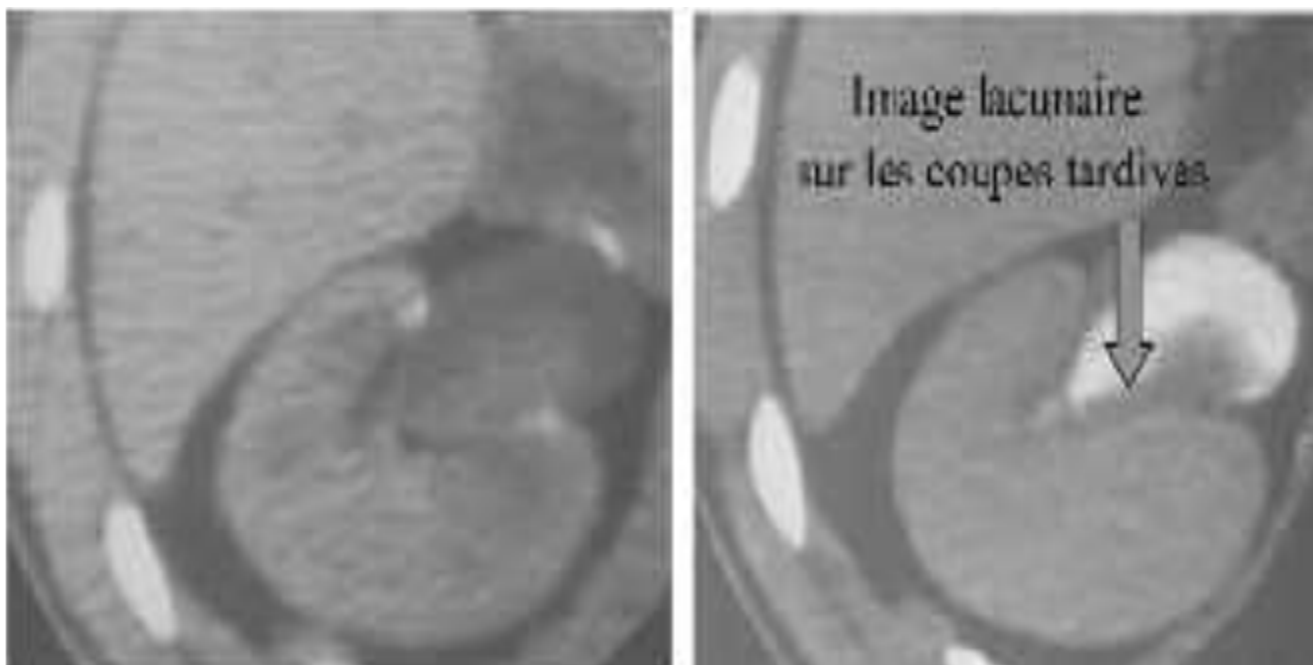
Tumeur pyélique en TDM
